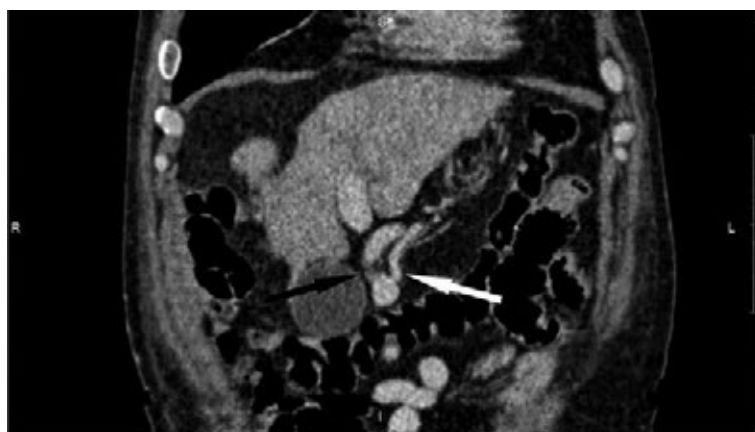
КТ-ангиограмма с контрастным усилением при портальной гипертензии (фронтальная проекция) у взрослого человека (мужчина, 66 лет): черная стрелка — реканализированная пупочная вена, белая стрелка — околопупочная вена *Buwow's*
